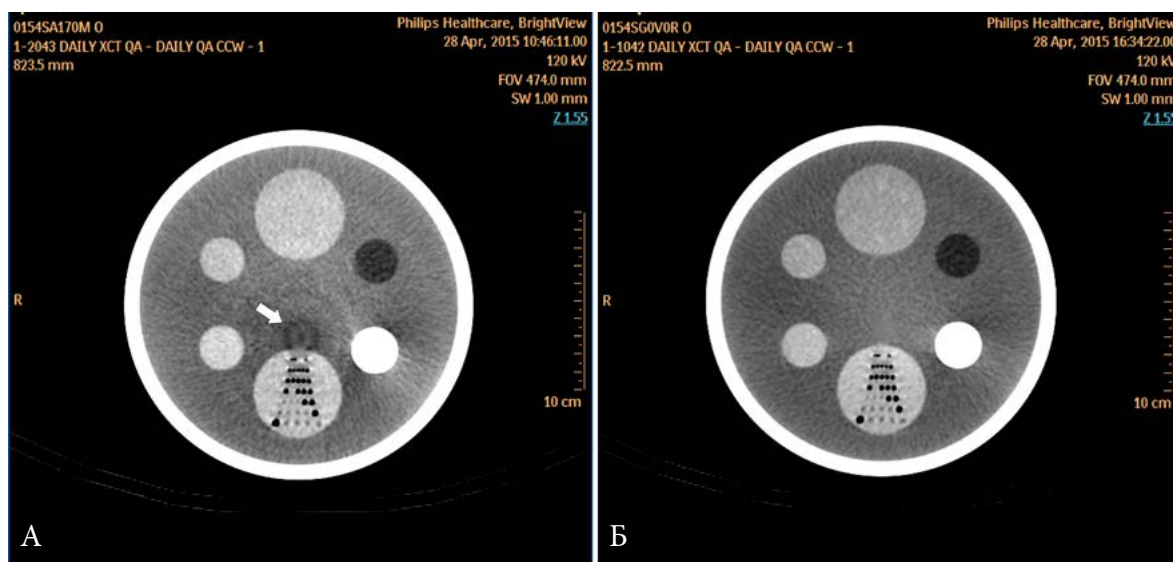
Кольцевидные артефакты на КТ-изображениях (стрелка) и их устранение после калибровки.
